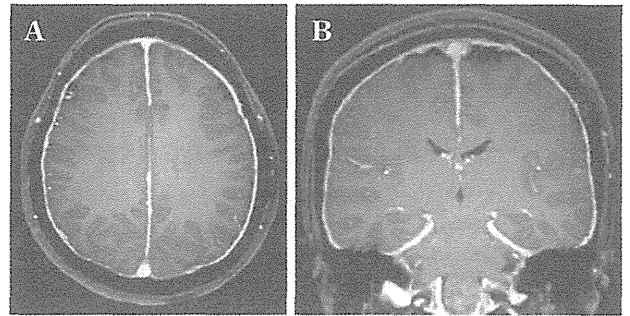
Brain MRI of a patient with intracranial hypotension
